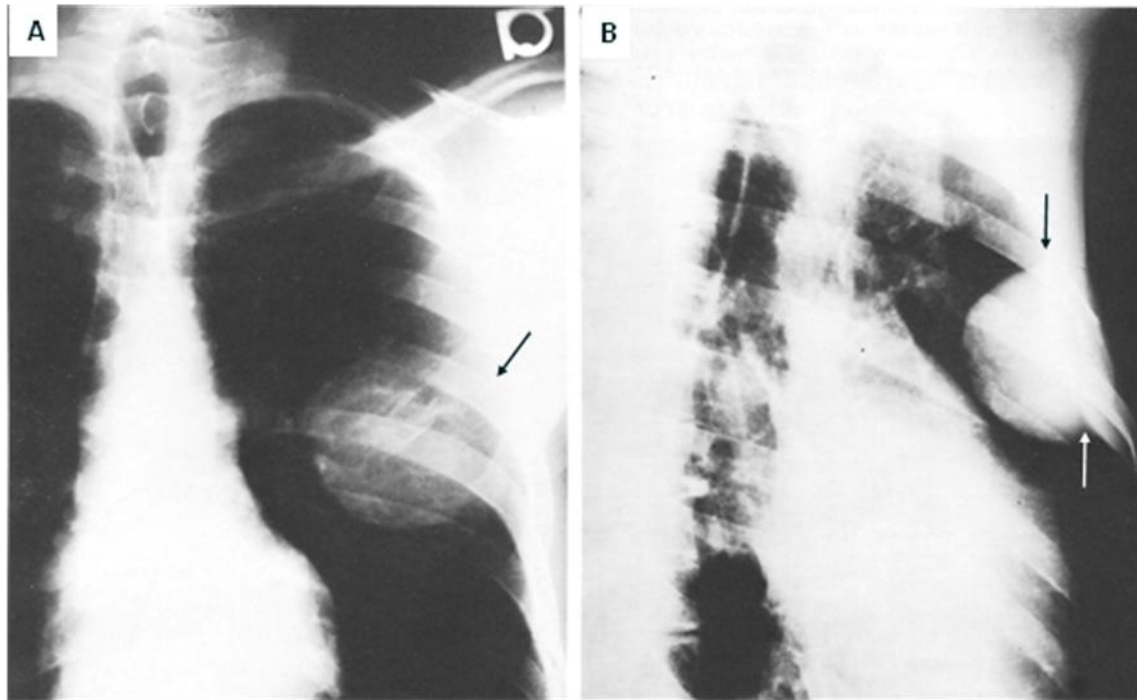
62. A. Radiografía PA de tórax, hay una gran masa sobre la porción media del pulmón izquierdo, el borde lateral incompleto (flecha) indica que la masa es de localización extrapleurales. B. Proyección oblicua que demuestra una masa extrapleurales de borde convexo bien definido y de base angosta formando ángulos agudos (flechas).
